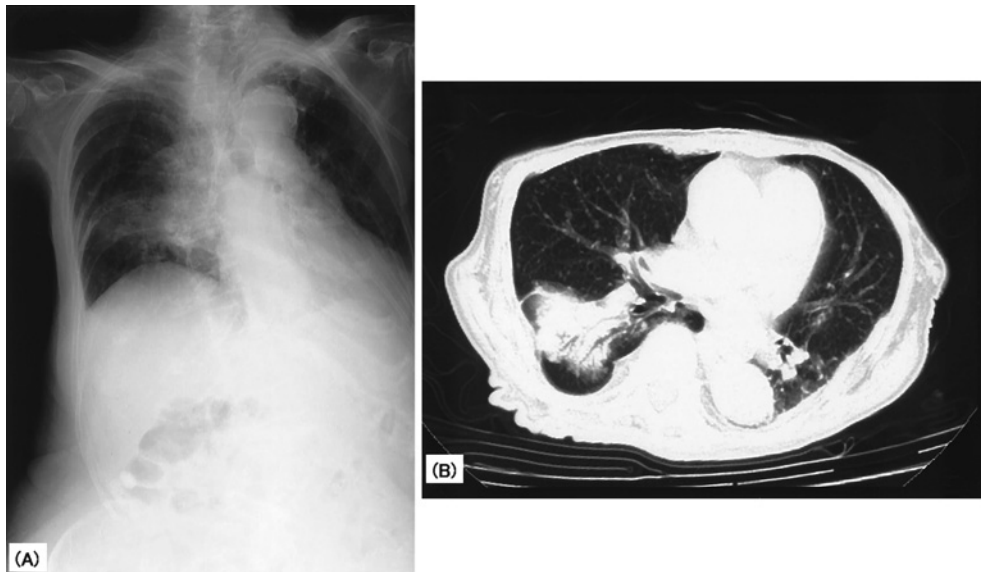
(A) Chest X-ray film shows a tumor shadow in the right middle lung field, and nodular shadows in the left upper lung field. (B) Chest computed tomography scans revealed a round nodular shadow with air bronchogram in the right S<sup>8-9</sup>, and small countless nodular shadows in bilateral lung fields.
